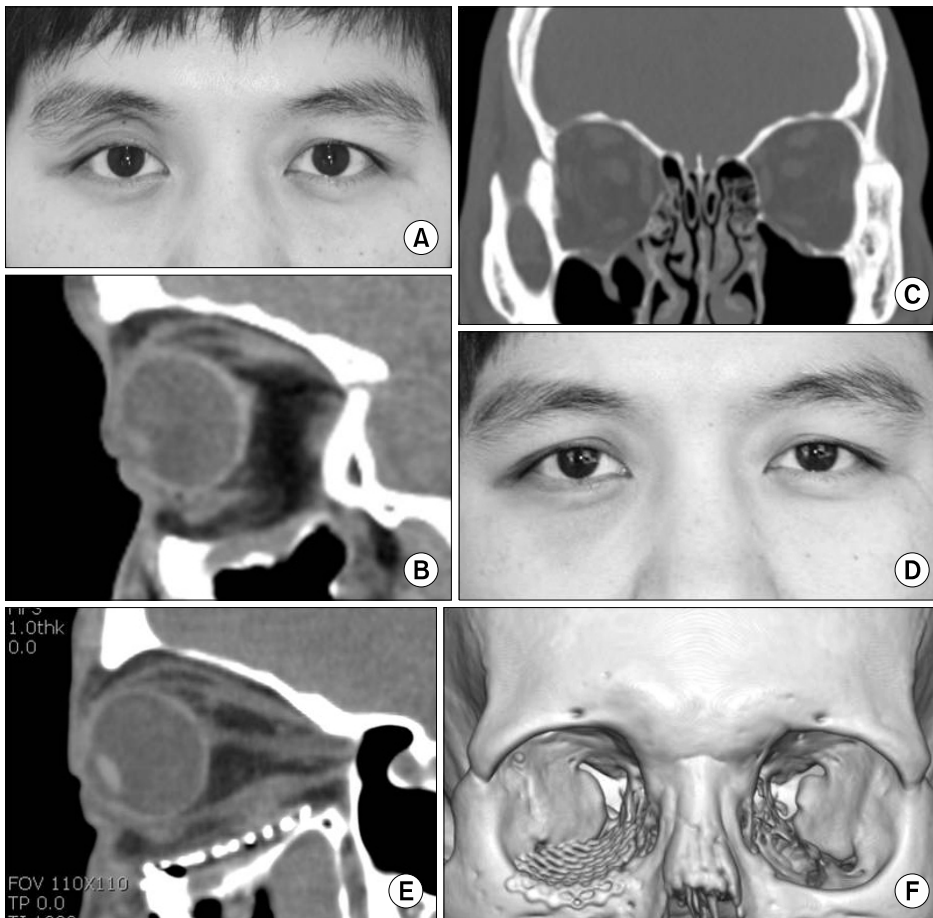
Pre- and postoperative finding in case 1. (A) Preoperative photograph. (B) Sagittal view of preoperative computed tomography (CT). (C) Coronal view of preoperative CT. (D) Postoperative photograph. (E) Sagittal view of postoperative CT. (F) Postoperative 3-dimensional CT.
